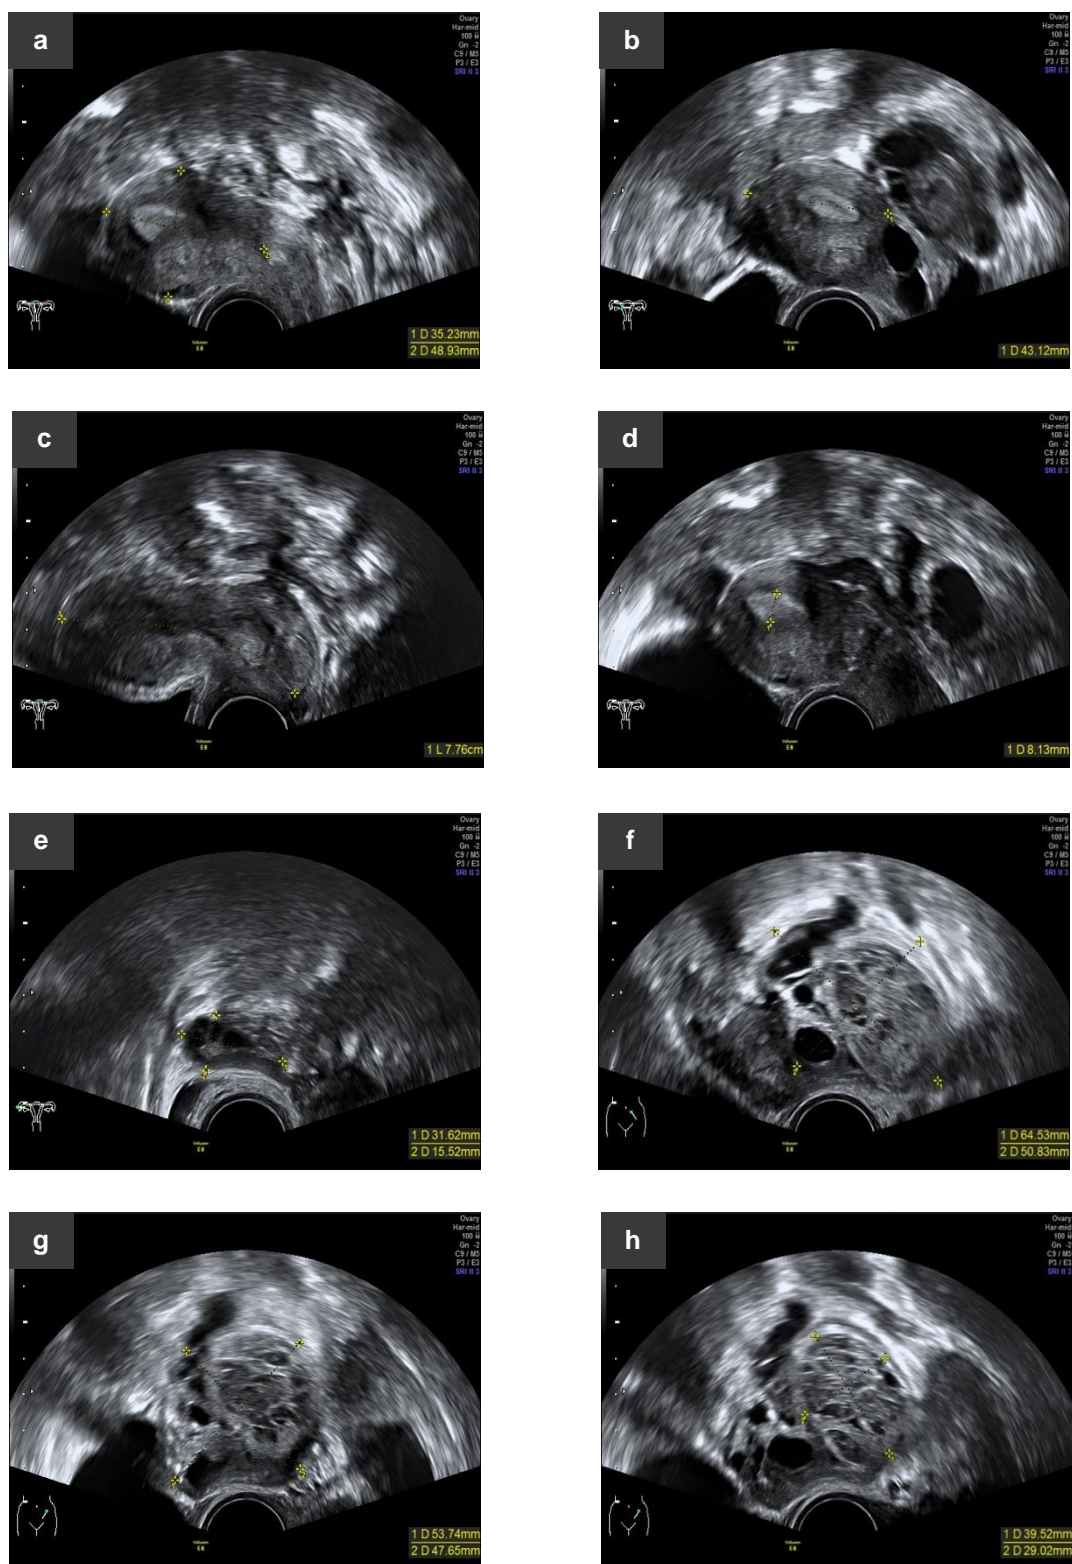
Ecografia ginecológica transvaginal. (a), (b), (c) útero em anteflexão de características normais com as dimensões de 78x35x43mm de eixos LxAPxT de características normais; (d) fase secretora do endométrio com 8,1mm de maior espessura; (e) ovário direito normal com 31x15mm; (f),(g) anexo esquerdo aumentado com 64x50mm, onde se identifica um ovário de 54x48mm de textura irregular; (h) identifica-se também imagem de quisto hemorrágico com 39x29mm. Acima do ovário esquerdo identifica-se uma pequena imagem alongada que poderá corresponder a pequeno salpinge. Ausência de derrame líquido pélvico.
